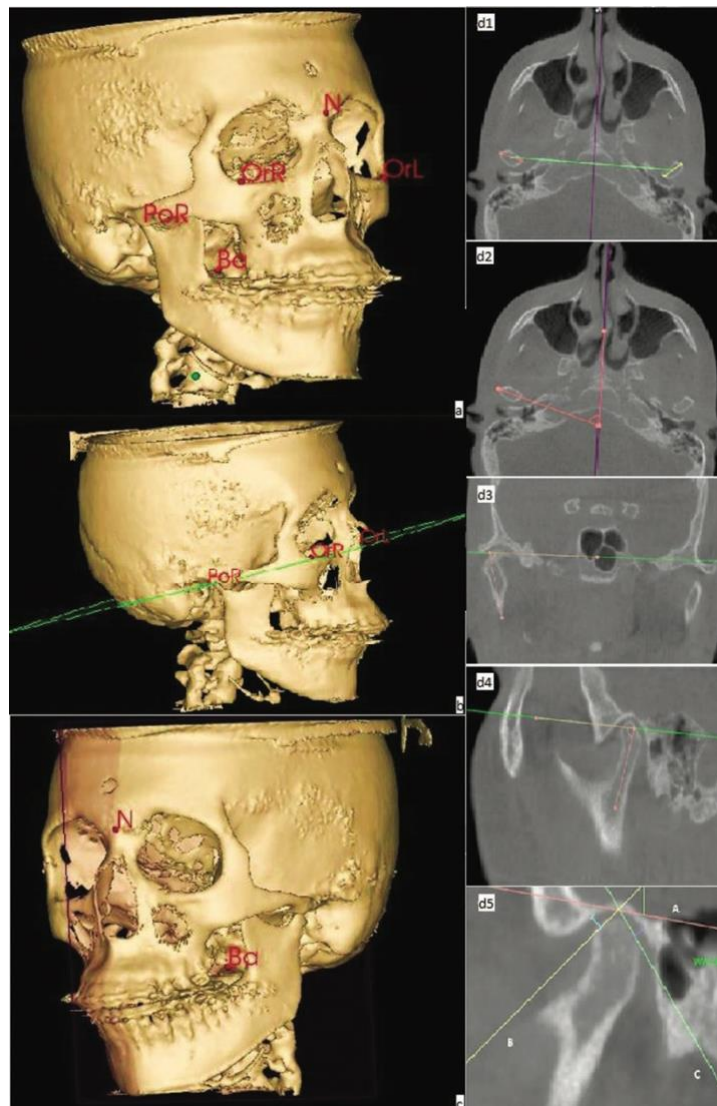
Pontos médios de referência (a); Plano Horizontal de Frankfurt (PHF) (b); Plano sagital médio (PSM) (c); Avaliação da distância intercondilar (d1); Ângulo do côndilo no plano axial (d2), no plano frontal (d3), no plano sagital (d4); Posição do côndilo no plano sagital (d5). (Adaptado de Vale F, Francisco I, Scherzberg J, Guimarães A, Caramelo F, Maló L. Condylar response to large mandibular advancement combined with maxillary impaction and counterclockwise rotation: A computed tomographic study. J Clin Exp Dent. 2018;10(9):e891–901.)
